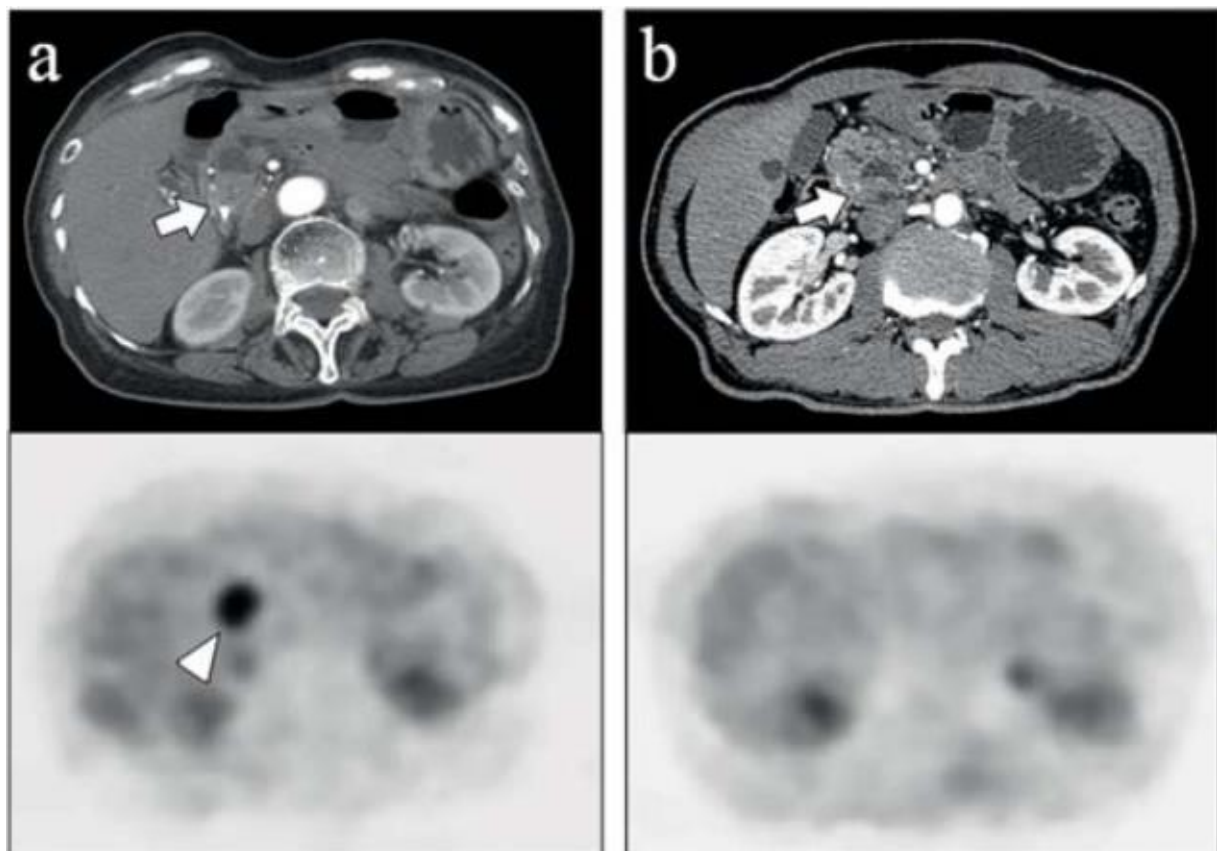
Due esempi di IPMN in corso di FDG-PET. Nella prima immagine (a), viene rilevata una lesione maligna con un nodulo murale iperfissante (freccia). Nella seconda immagine, invece, la mancanza di aree di fissazione del radiofarmaco caratterizza una lesione benigna¹⁰².
